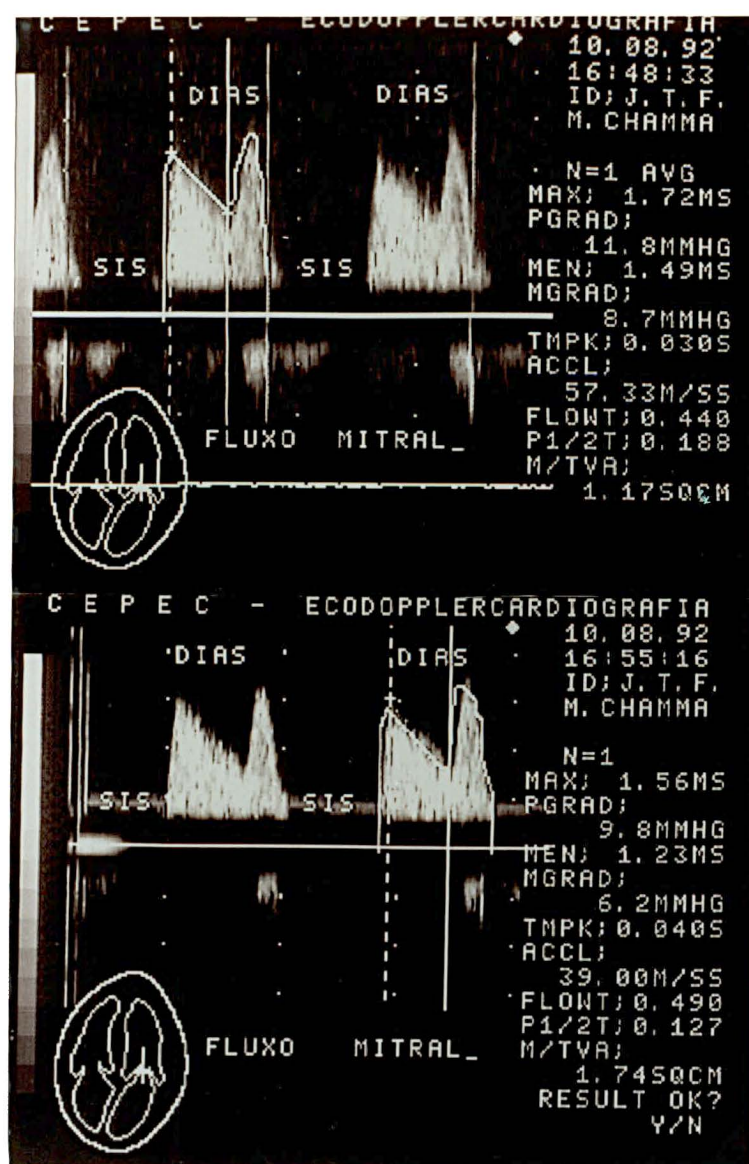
Eco Doppler cardiografia - área valvar pré e pós-valvoplastia.
